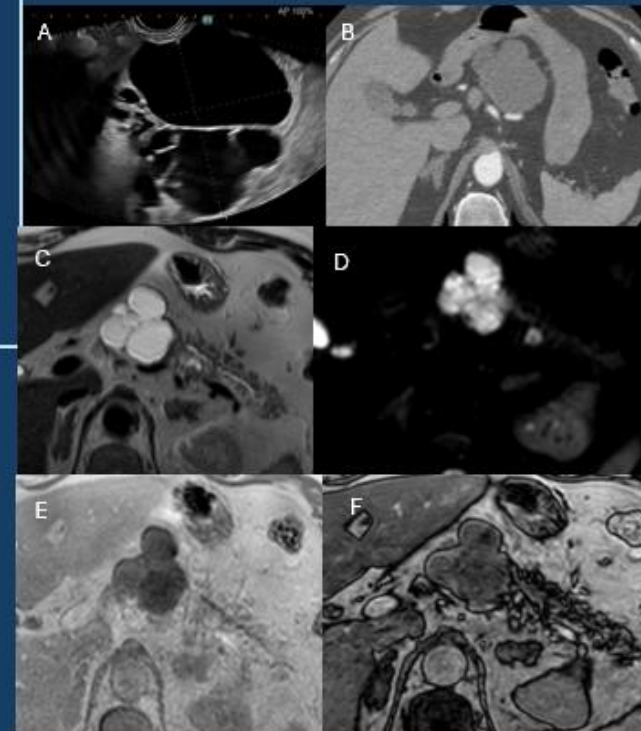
Tumoración pancreática de estirpe mucinosa se realizó una ecoendoscopia (A) que mostraba una lesión quística anecoica, politabicada, de paredes finas. En el TC abdominopélvico con contraste (B) se identificó la lesión quística polilobulada de unos 72 mm, dependiente del cuello pancreático, y con ausencia de captación de contraste. En el estudio de RM la lesión presentaba una hiperintensidad de señal en T2 © en comunicación con el conducto pancreático principal, una intensa restricción de su señal en difusión (D), pero no se objetivaba caída de señal en los estudios T1 en fase y fuera de fase (E y F).
